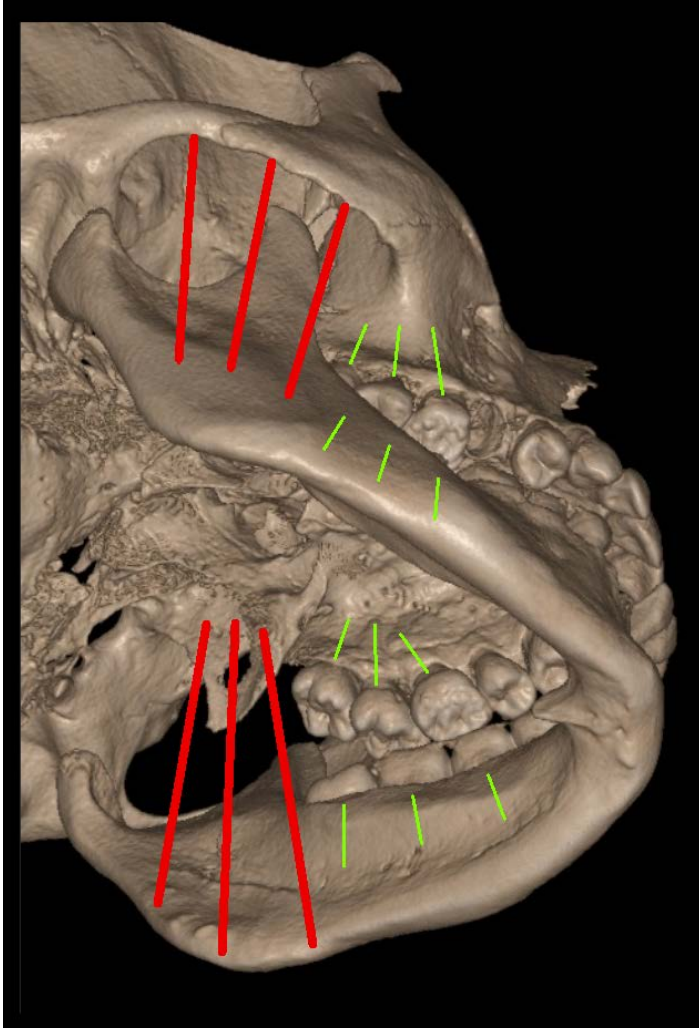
Corrispondenza tra i vettori di forza delle fibre muscolari di massetere e pterigoideo interno (linee rosse) e gli assi dentali dei molari superiori e inferiori (linee verdi). TC cone beam eseguita su un reperto del Museo di Antropologia dell'Università di Firenze.
